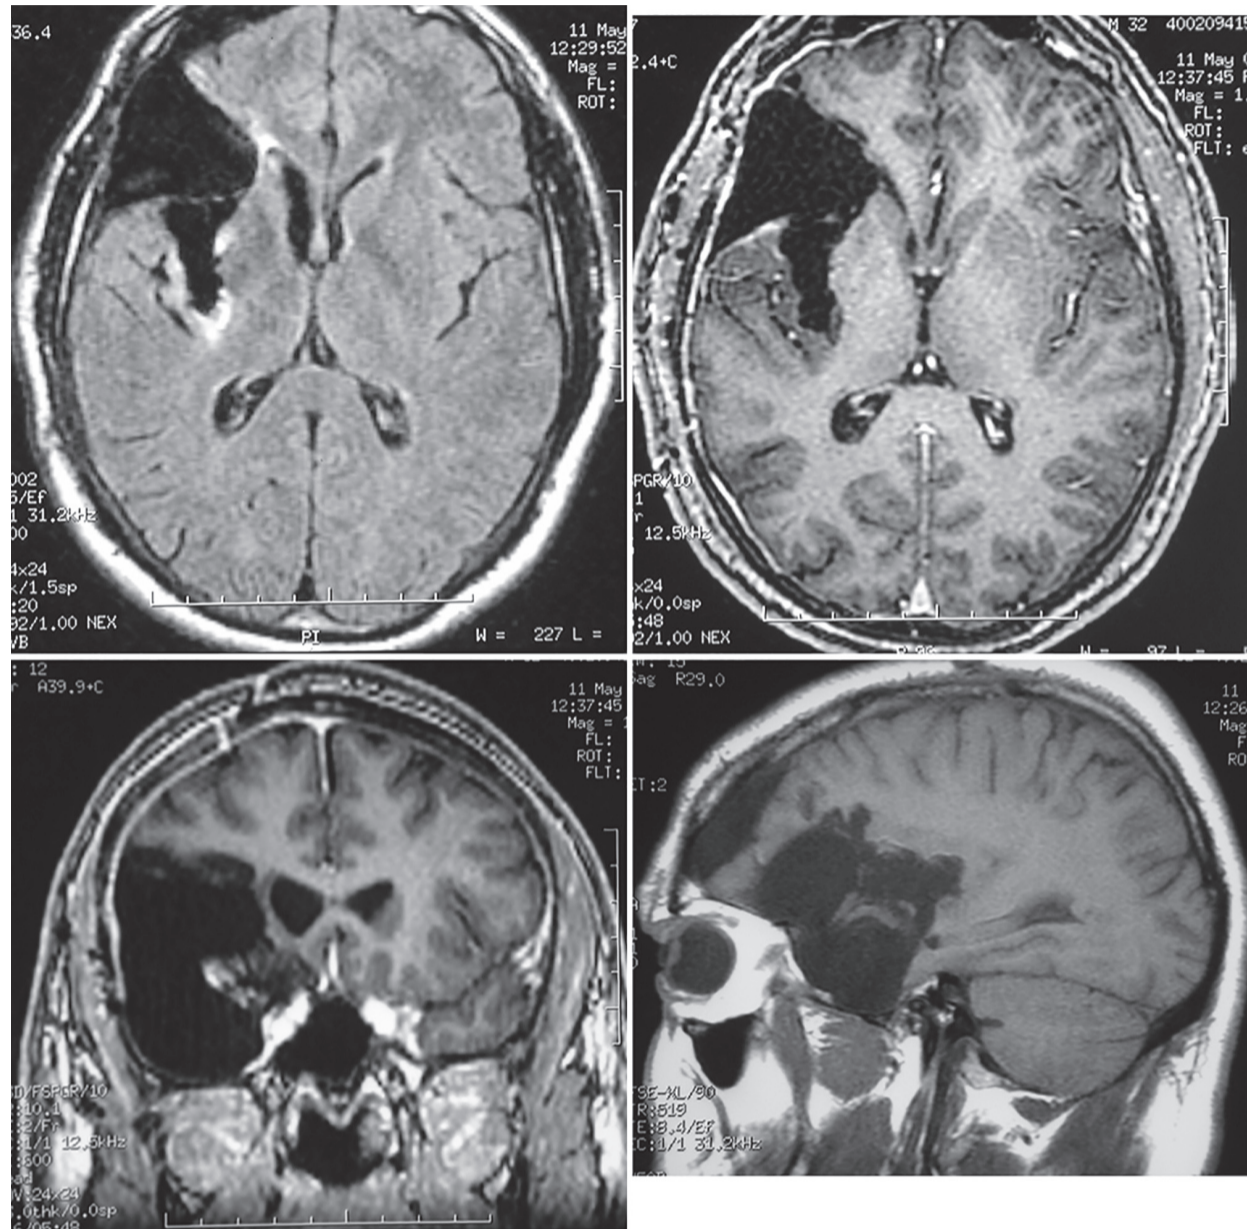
Постопераційні МР-зображення того ж самого випадку, що на рис.1. На аксіальних FLAIR-зображеннях (зверху ліворуч) та аксіальних (зверху праворуч), коронарних (знизу ліворуч) та сагітальних (знизу праворуч) T1-зважених зображеннях представлено тотальне видалення пухлини. Протягом 6-річного періоду спостереження рецидиву пухлини не спостерігалось, променева чи хіміотерапія не проводились. Незважаючи на суттєвий об'єм гліоми, тотальне видалення без спричинення перманентного неврологічного дефіциту стало можливим через: 1) в процес не залучена передня пронизана речовина (див. коронарний зріз); 2) було виконано видалення правого фронтального оперкулума для кращої експозиції задньої частини інсули, що дало можливість її видалити.
